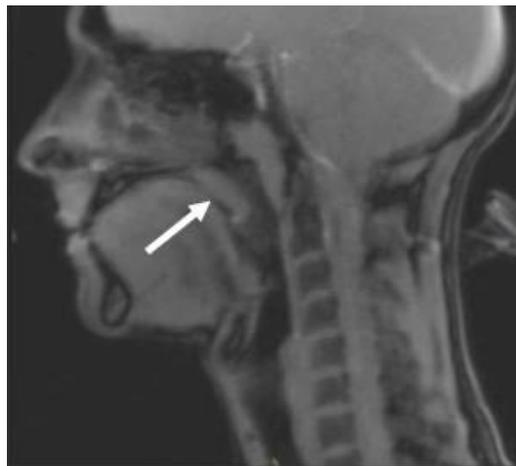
IRM lors de l'obturation de la langue (6)
